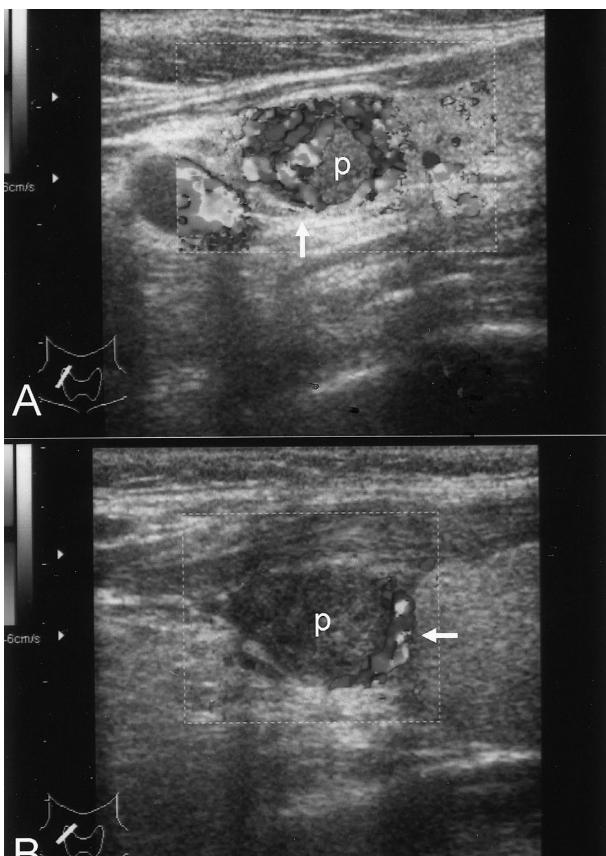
圖一：副甲狀腺超音波下的副甲狀腺病灶（A），經酒精注射治療後的區域在超音波下呈現高迴音區（箭頭）（B）。P代表副甲狀腺腺瘤。
